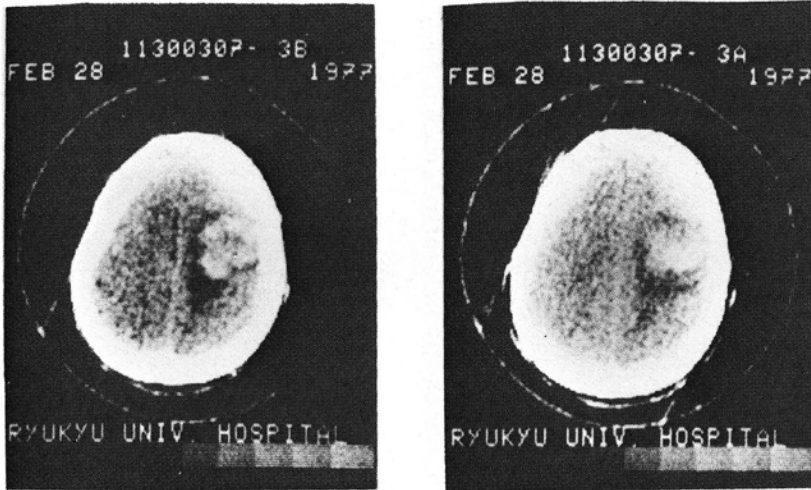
Preoperative CT plain examination showing a high density and localized low density in right frontoparietal region
